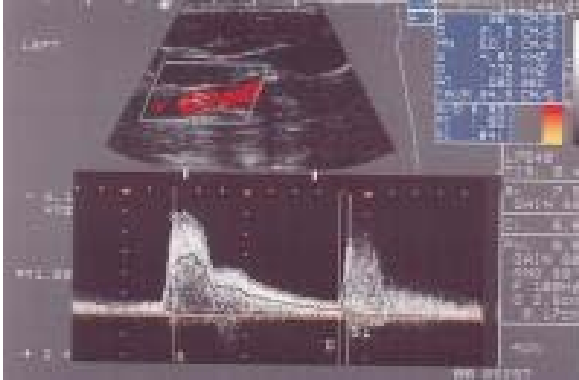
Sonografický obraz karotid
